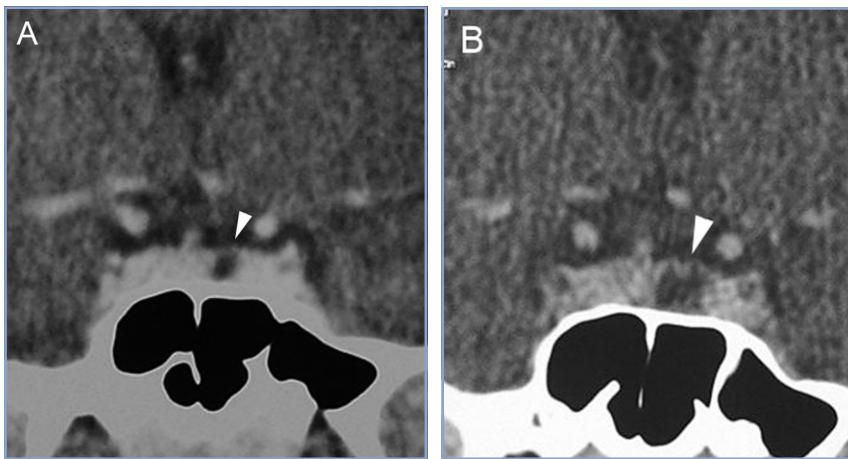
TAC con contraste yodado, corte coronal, muestra un microadenoma lateralizado a izquierda (punta de flecha). Control a los 2 años. TAC con contraste yodado, corte coronal, demuestra aumento de volumen del microadenoma, lo que es infrecuente de observar en clínica (punta de flecha).
